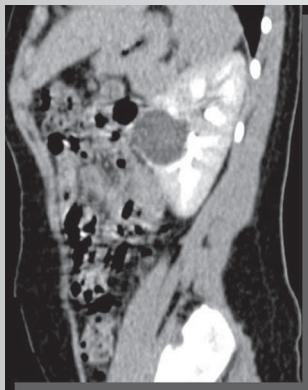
Мультиспиральная компьютерная томография. Парапельвикальная киста левой почки
